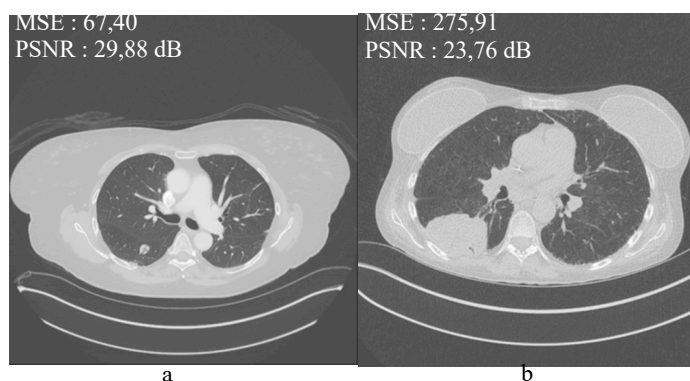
Hasil *lowpass filter* dengan bobot kernel 1/6 (a) Citra asli *CT-Scan* paru-paru dengan kualitas baik, (b) Citra asli *CT-Scan* paru-paru dengan kualitas yang kurang baik
